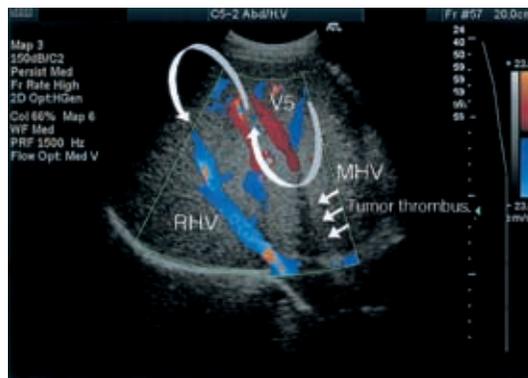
Color Doppler ultrasonography (CDUS) CDUS revealed reverse blood flow in the branch of middle hepatic vein (V5) MHV, middle hepatic vein ; RHV, right hepatic vein ; Curved arrow indicates the direction of the blood flow. Arrows indicate the tumor thrombus in MHV.
